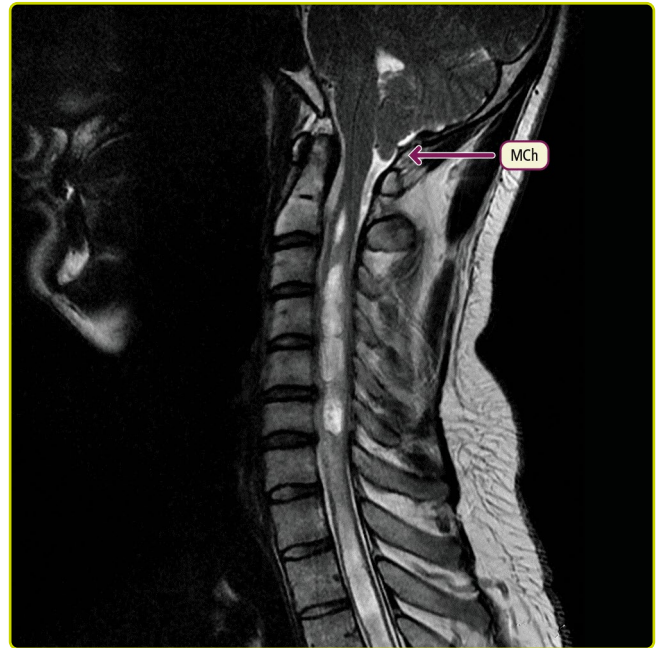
Malformación de Chiari asociada a siringomielia. RM en secuencia T2, que muestra la protrusión de las amígdalas cerebelosas a través del foramen occipital (MCh), así como una cavidad intramedular siringomielica (hiperintensa) que abarca C1-D7.
